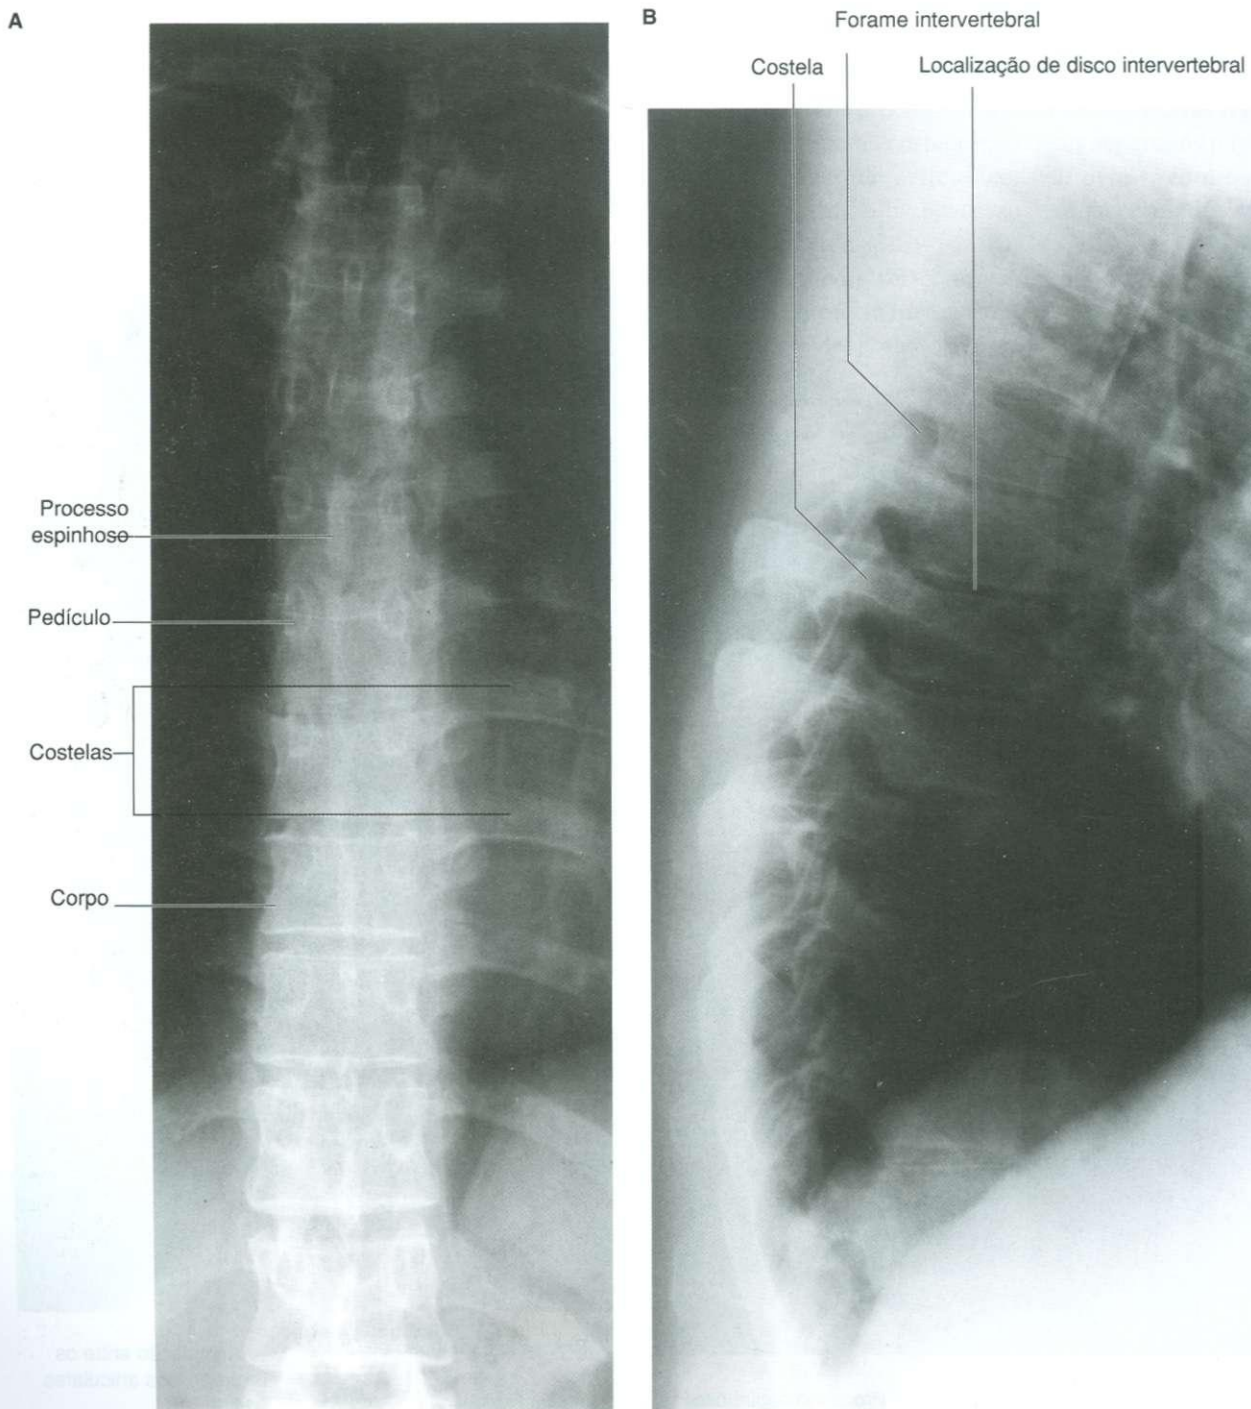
Radiografia da região torácica da coluna vertebral. A. Projeção ântero-posterior. B. Projeção lateral.
